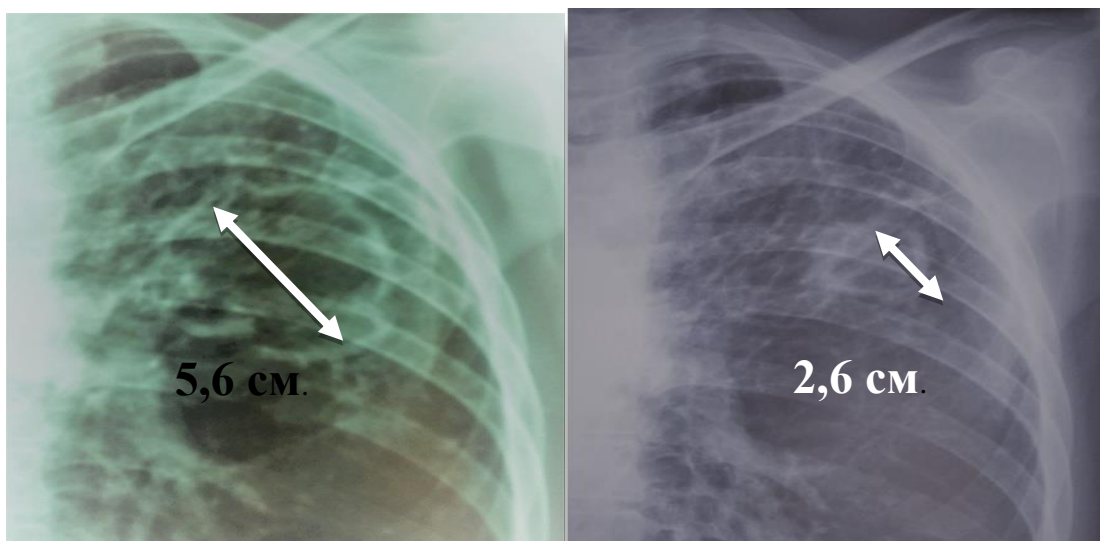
Обзорная рентгенограмма левой половины грудной клетки в динамике у пациента с фиброзно-кавернозным туберкулезом легких
